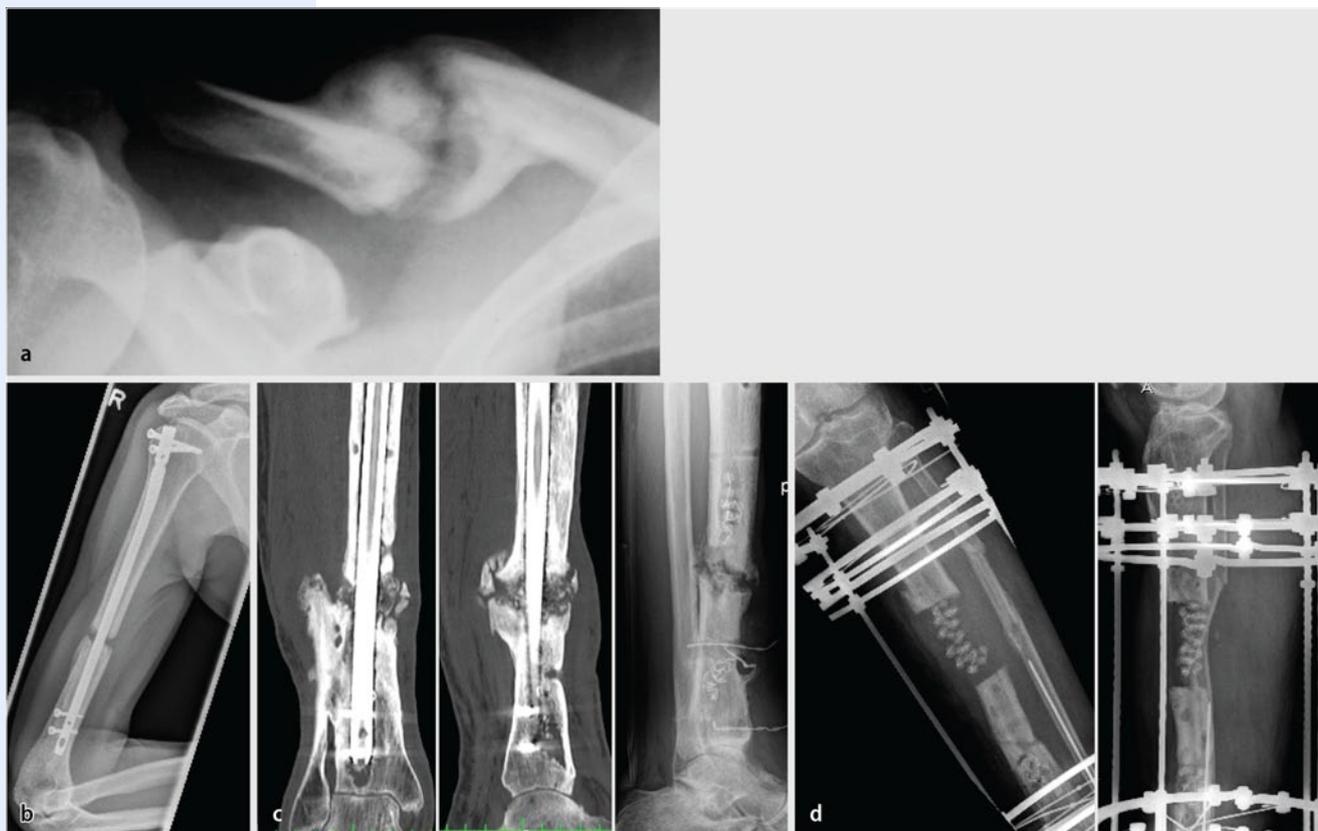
▲ a Hypertrophe Klavikulapseudarthrose, b atrophe Humeruspseudarthrose, c septische Pseudarthrose (Computertomographie: septische Pseudarthrose mit noch einliegendem Nagel; Röntgen: septische Pseudarthrose nach Revision mit Débridement und Ketteneinlage), d septische Defektpseudarthrose nach Mehretagentibiafraktur, infizierter Knochen bereits reseziert, mit lokalen Antibiotikaträgern aufgefüllter Defekt vor geplantem Segmenttransport
